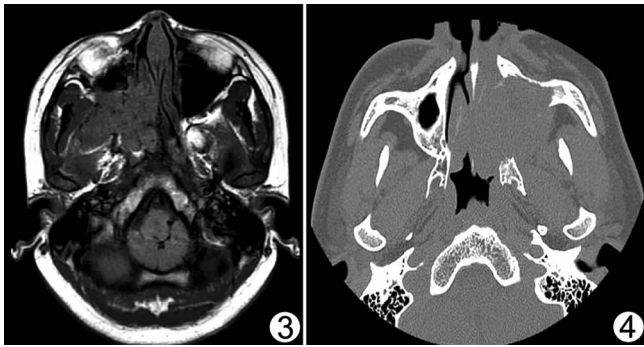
右侧鼻咽纤维血管瘤 轴位平扫 T1WI 示肿瘤经蝶腭孔侵入鼻咽咀嚼肌间隙, 其内脂肪信号及翼外肌前部受压变形、向后移位, 上颌窦后壁、翼突受压, 蝶腭孔扩大 图 4 左侧上颌窦鳞癌 轴位 CT 显示左侧鼻咽咀嚼肌间隙内窦后脂肪间隙被软组织影取代, 相邻骨质(上颌窦后壁、翼突)溶骨性破坏
